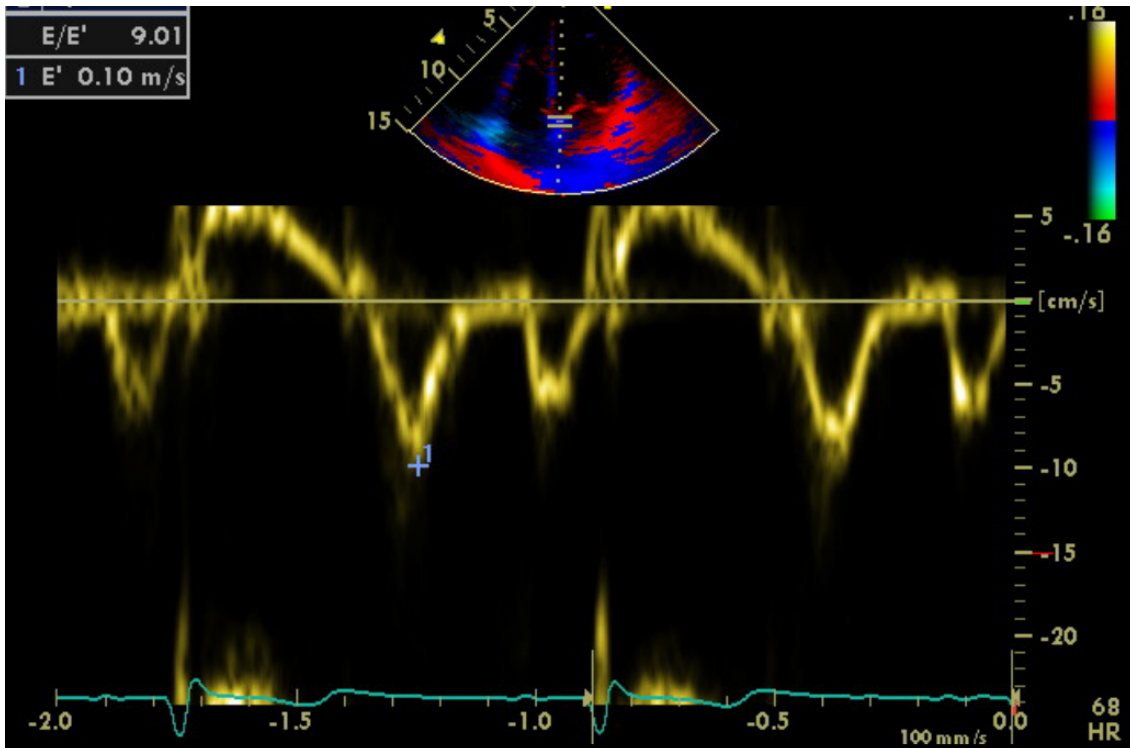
Messung der Geschwindigkeit des Mitralklappenringes mittels Gewebe-Doppler-Echokardiographie
